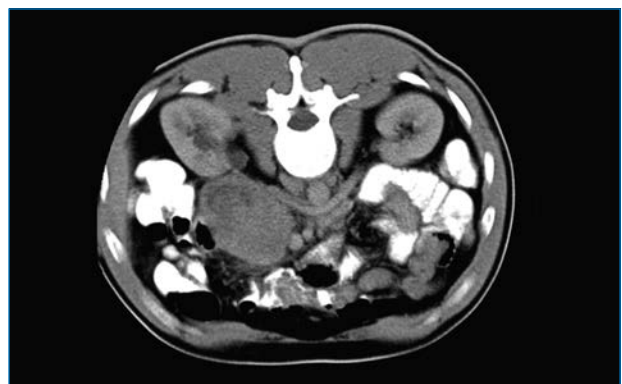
TAC de abdomen que muestra tumoración con contornos bien delimitados en proyección de la segunda porción del duodeno que mide 97 x 88 mm en contacto directo con la cabeza del páncreas, no se observa dilatación de la vía biliar principal.
